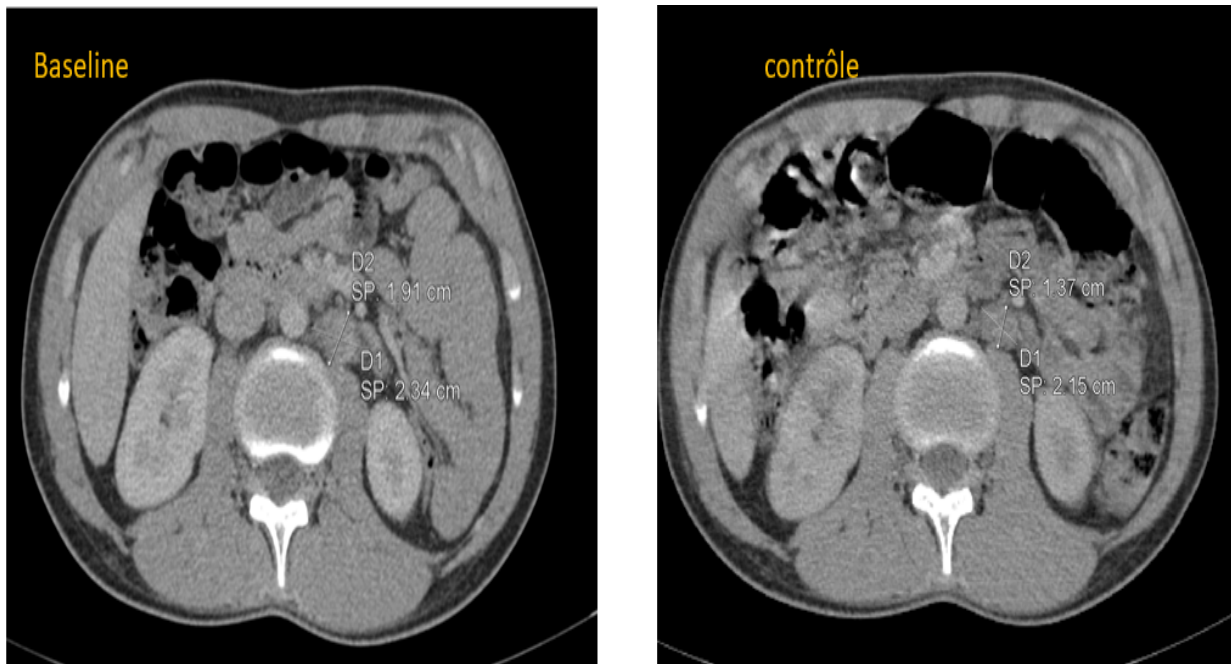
TDM TAP de contrôle après 6 mois en faveur d'une réponse totale selon Cheson devant la régression totale des adénopathies sus et sous diaphragmatiques et de l'organomégalie
